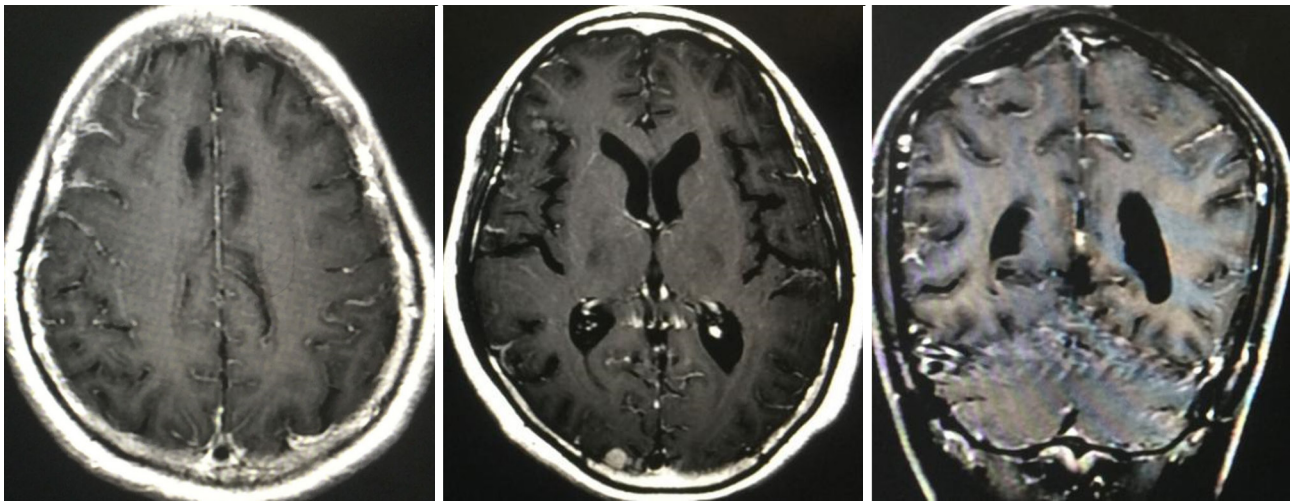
全脑全脊髓MRI示: 弥漫脑膜脊髓膜增厚并强化, 脑内多发小点状强化, 考虑脑膜脑转移, 以脑膜转移为主
